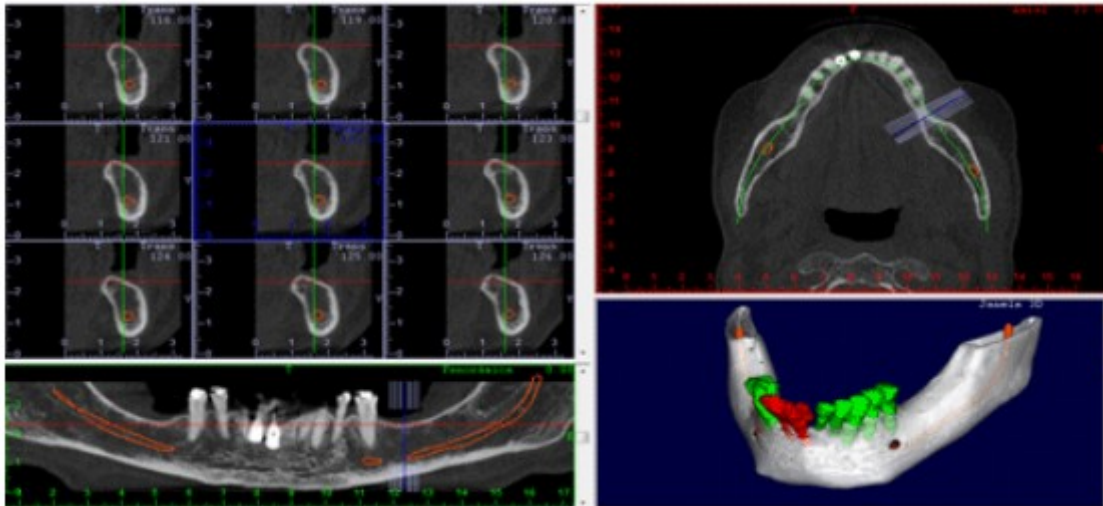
Imagem de Tomografia Cone beam com as derivações de imagens propostas
